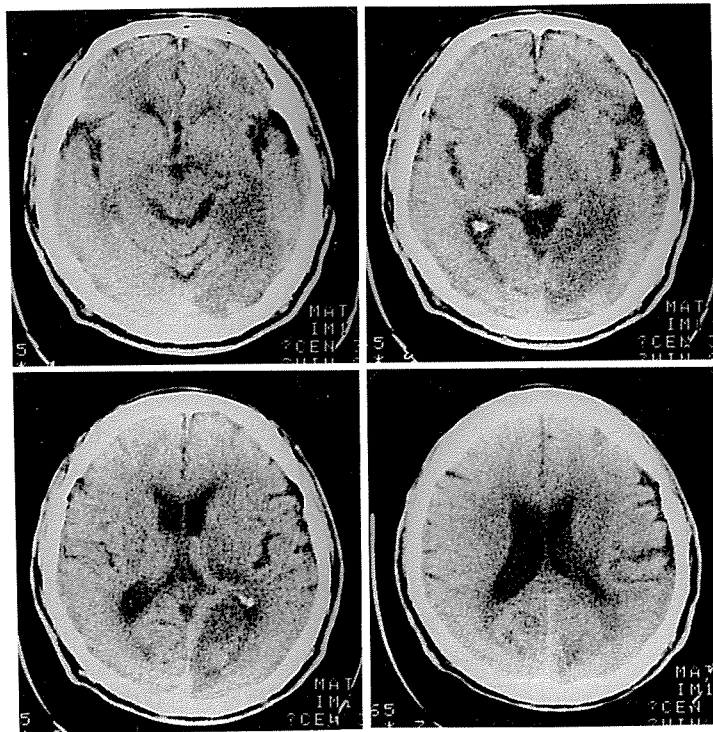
CTスキャン (1986. 2. 10施行)
